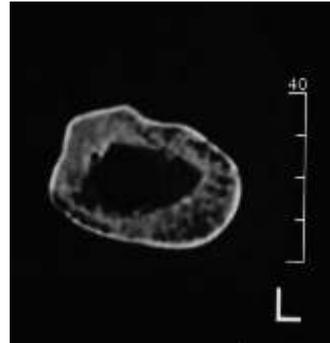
Radiografía del mismo hueso.
